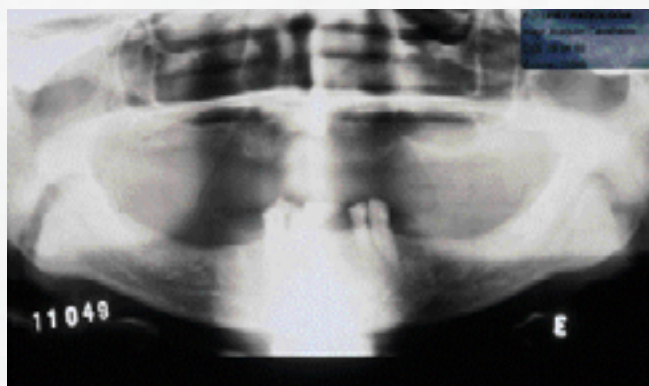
Radiografia panorâmica negativa para a causa da dor.
